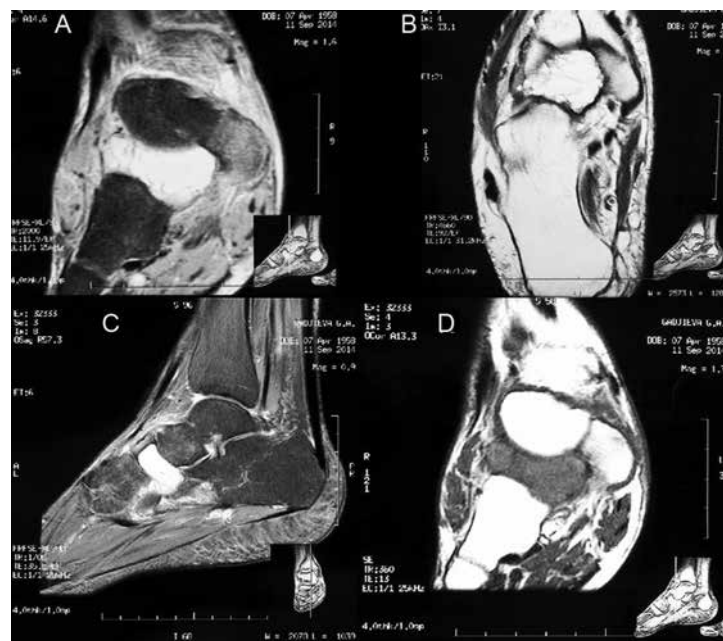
Серия МР томограмм, взвешенных по T1 и T2-ВИ, в трёх проекциях сагитальная (С) и фронтальная (А) проекции демонстрируют внутрикостное (и межкостное) поражение в виде однородной интенсивности в виде синусоидального, однородную интенсивность сигнала на T1-взвешенном изображении. Соответственно осевое и фронтальное изображения МРТ (В, D) показали интенсивность синусоидального сигнала на взвешенном T2 изображении
